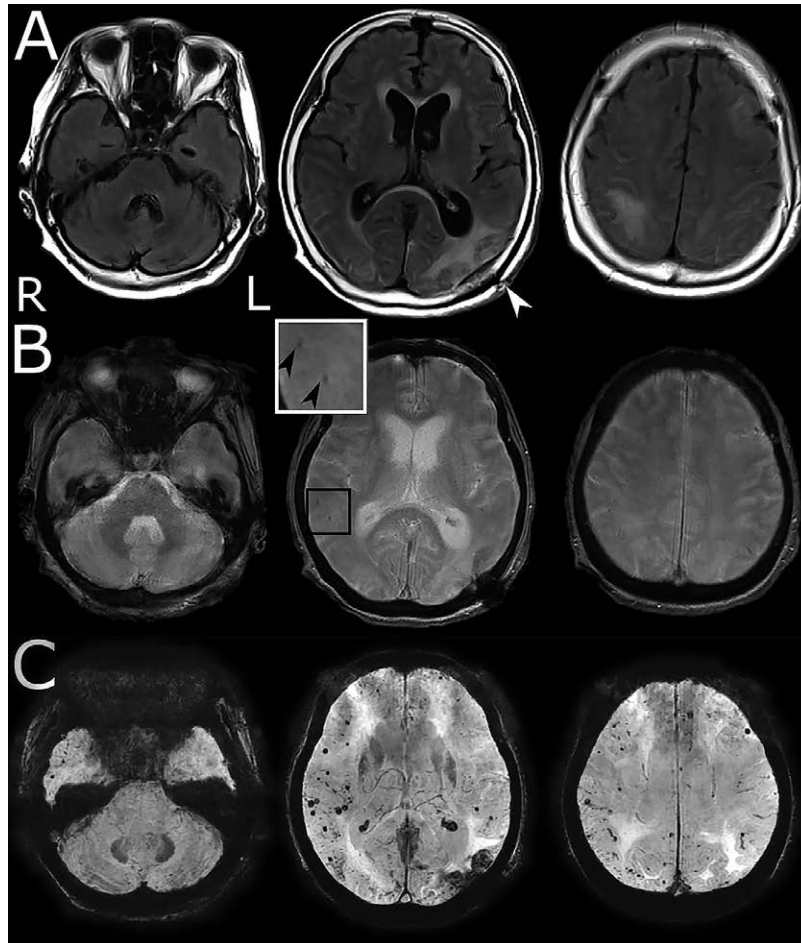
MRI after steroid treatment showed a large number of microbleeding.
